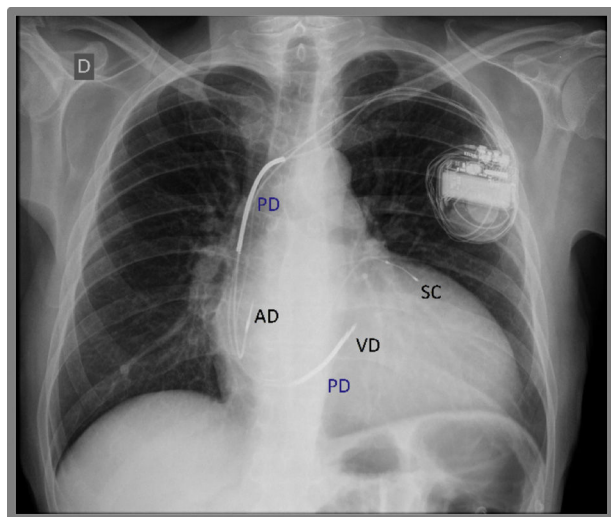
Radiografía de tórax de un marcapasos biventricular (terapia de resincronización cardíaca). Se observa un electrodo en la aurícula derecha (AD), en el seno coronario (SC) y en el ventrículo derecho (VD), con segmentos radioopacos a lo largo del electrodo del ventrículo derecho, que corresponden a las paletas desfibriladoras (PD).
